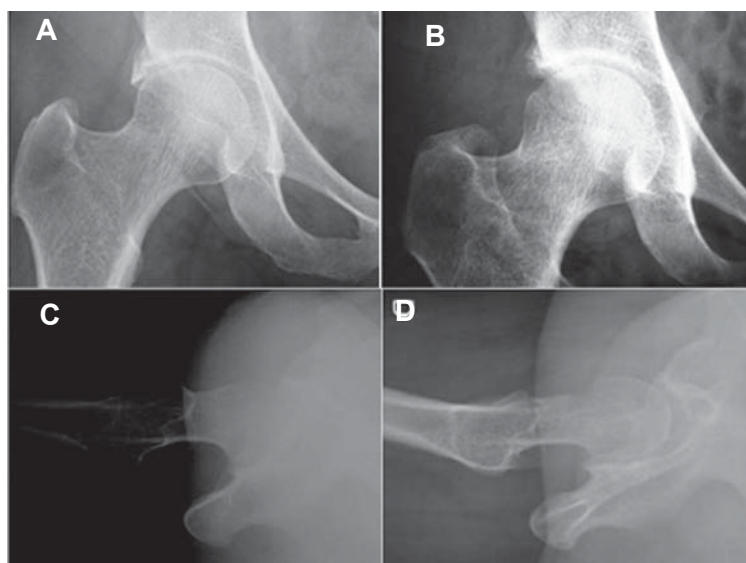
A: Radiografía de cadera derecha AP preoperatorio. B: Radiografía cadera derecha postoperatoria. Se observa resultado de la acetabuloplastia. C: Proyección axial preoperatorio. D: Proyección axial postoperatoria. Se observa el aumento del offset posterior post bumpsectomía.
